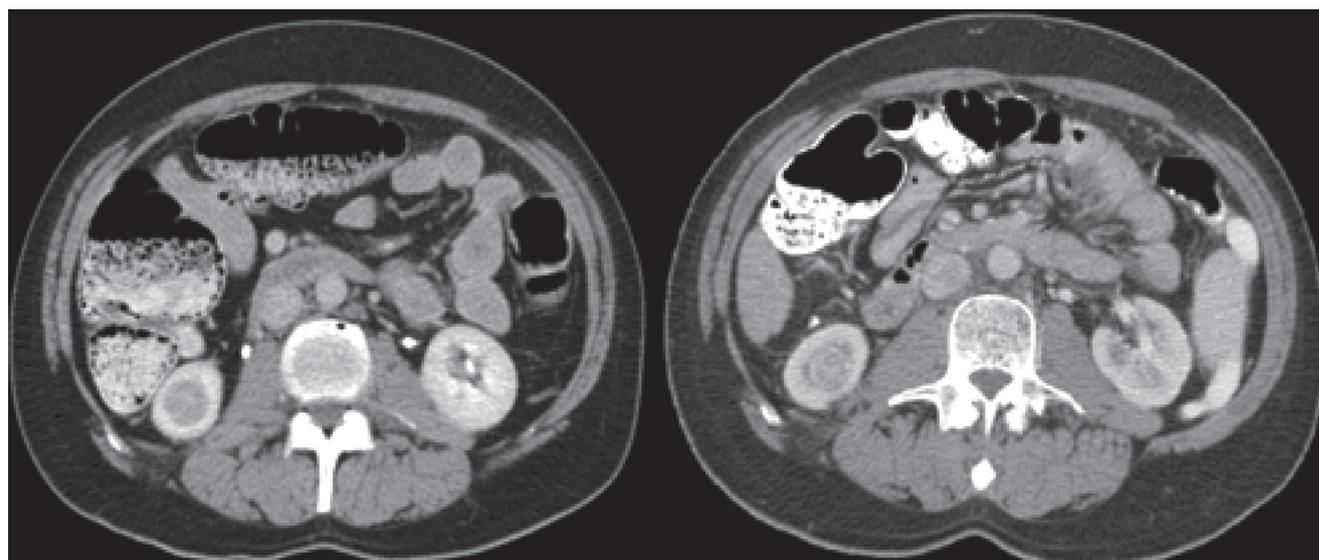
Recorrência radiográfica em paciente submetido a crioablação. A) 3 meses após procedimento; B) 4 anos após procedimento, demonstrando o realce após realização de CT com contraste.
